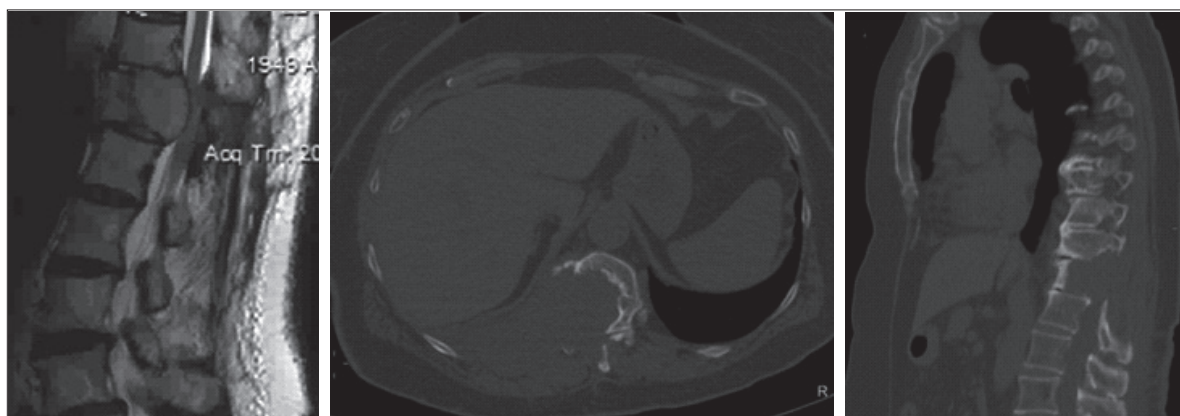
МРТ и КТ грудно-поясничного отдела позвоночника до операции (описание в тексте)
